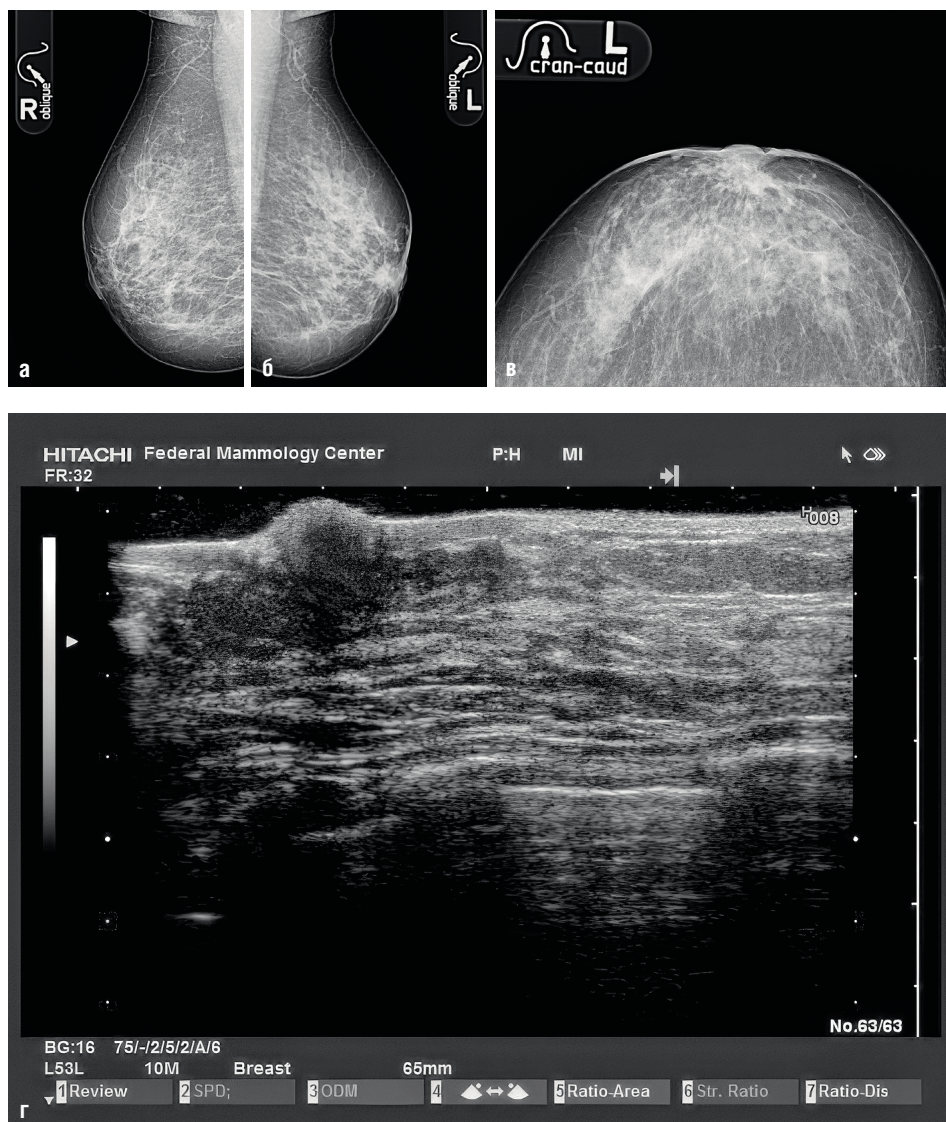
а–в — Рентгенограммы обеих молочных желез; г — сонограмма левой молочной железы
